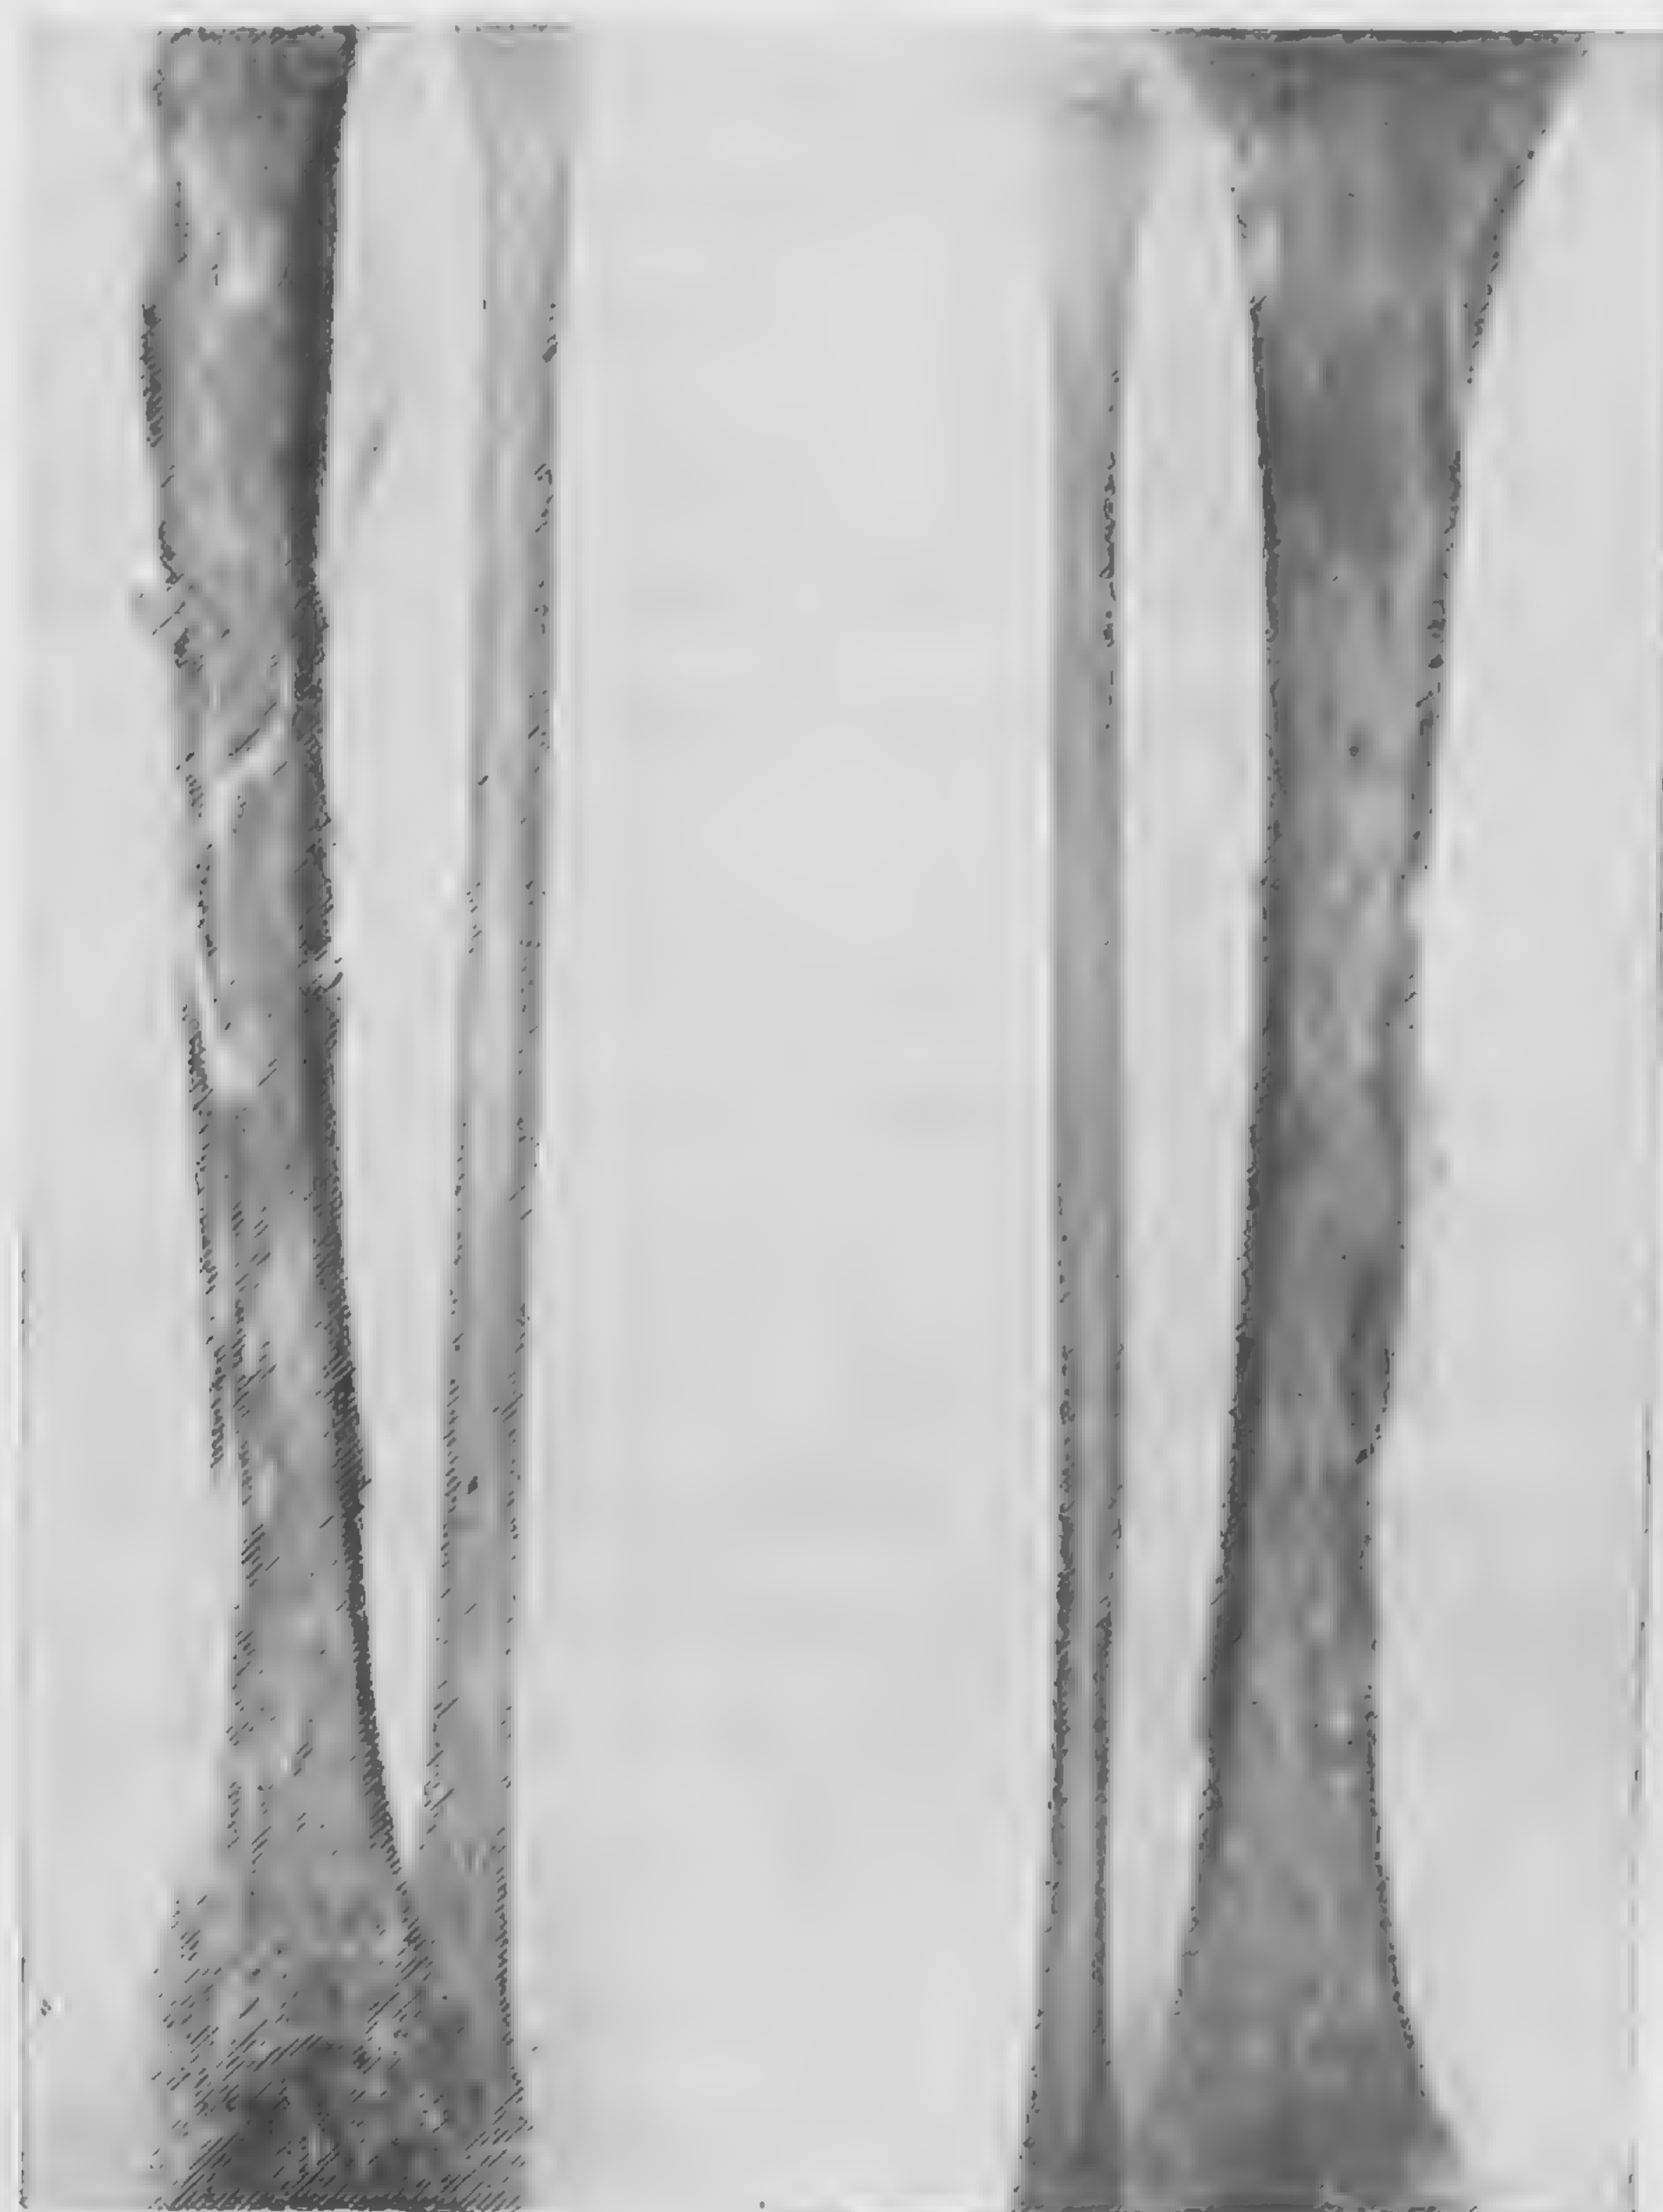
Osteomielită acută cuprinzând tibia în întregime. Aspect de „mlaștină”, cu zone mai transparente de rarefacție, ce izolează porțiuni neregulate de os cu o densitate normală. Osificări periostale în jurul corticalei. Radiografie la două luni de la începutul bolii.
